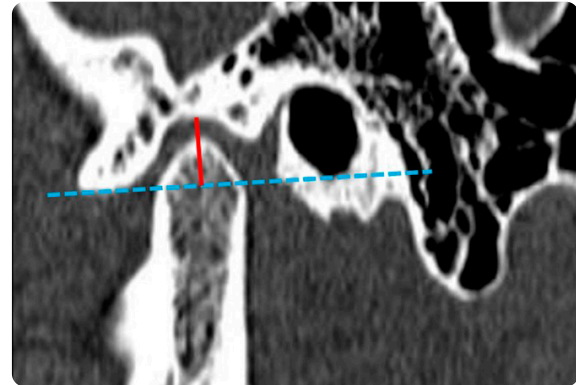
TC facial en reconstrucción sagital para evaluar la profundidad de la fosa mandibular.
